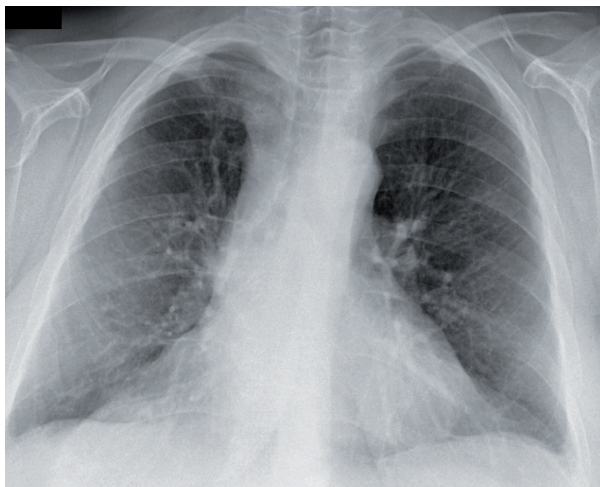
RTG srdce a plic: rozvoj rozsáhlých hutných zastření v centrálních partiích obou plic
